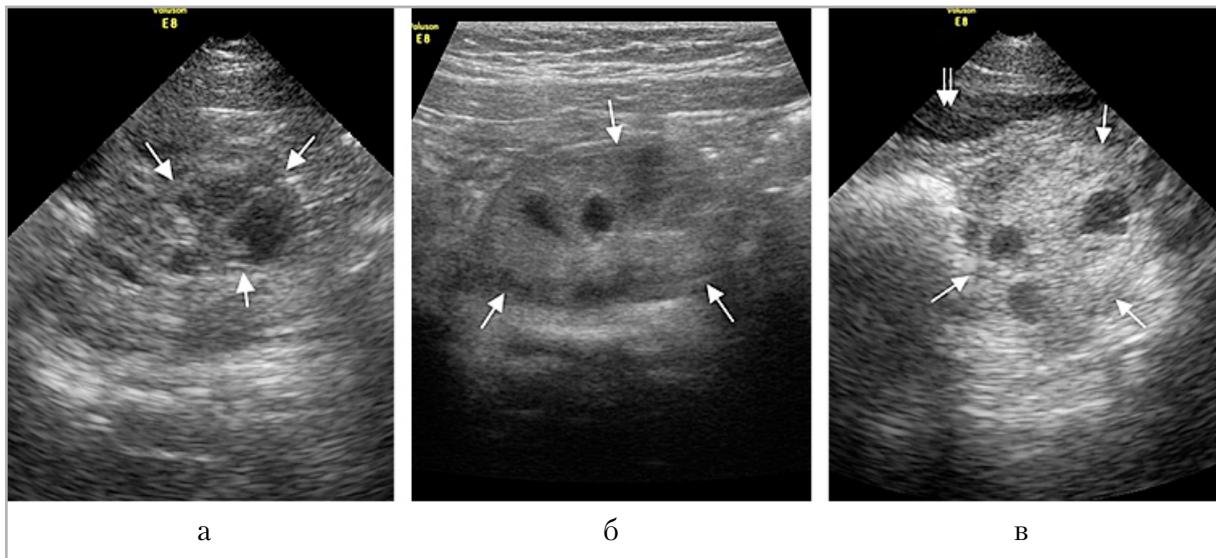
Особенности визуализации ПА (между стрелками) у младенцев, УЗИ в В-режиме: а, б — девочка 2 мес., поперечное надлонное сканирование векторным датчиком 4–8 МГц и линейным датчиком 8–14 МГц при опорожненном мочевом пузыре; в — девочка 7 мес., поперечный надлонный скан векторным датчиком 4–8 МГц при минимально наполненном мочевом пузыре (двойная стрелка)
